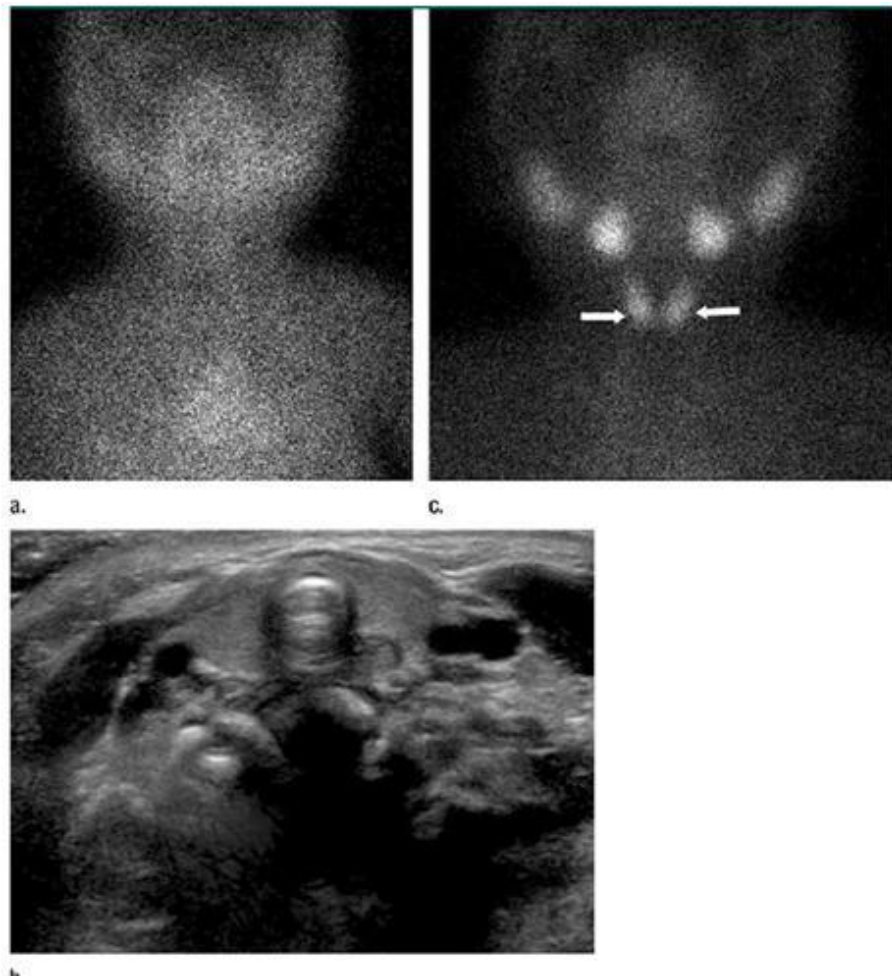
images in a 2 week-old female patient with discordant scintigraphic and US.
